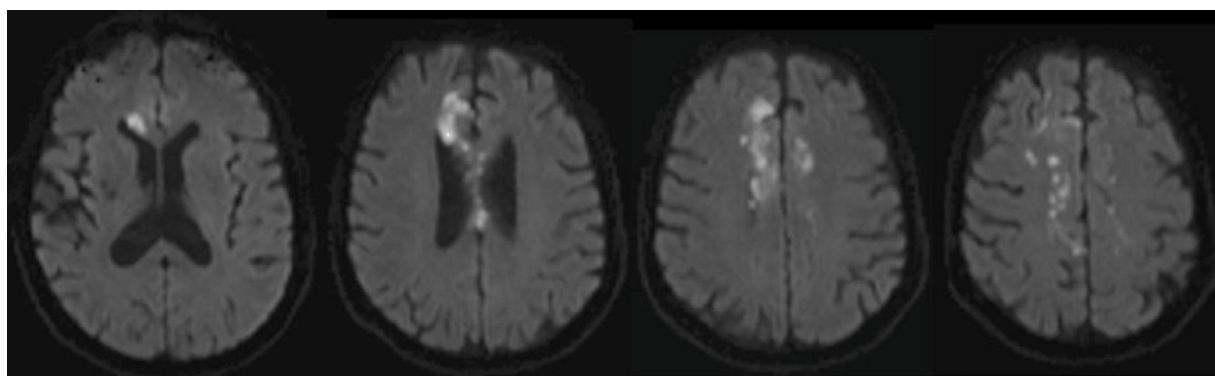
Difusión cerebral por resonancia magnética.
